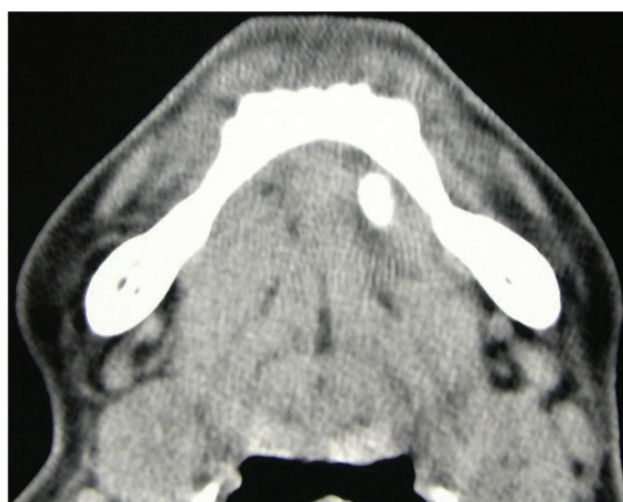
Tomografia computadorizada FanBeam mostra a imagem de massa radiopaca na região submandibular esquerda.
